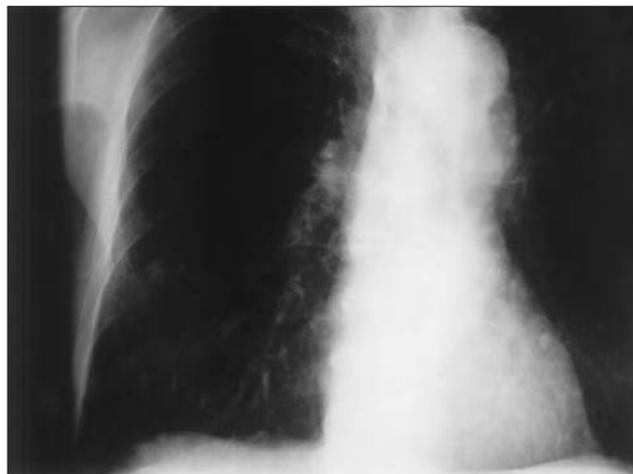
Radiografía de tórax con signos inespecíficos de enfermedad pulmonar.
